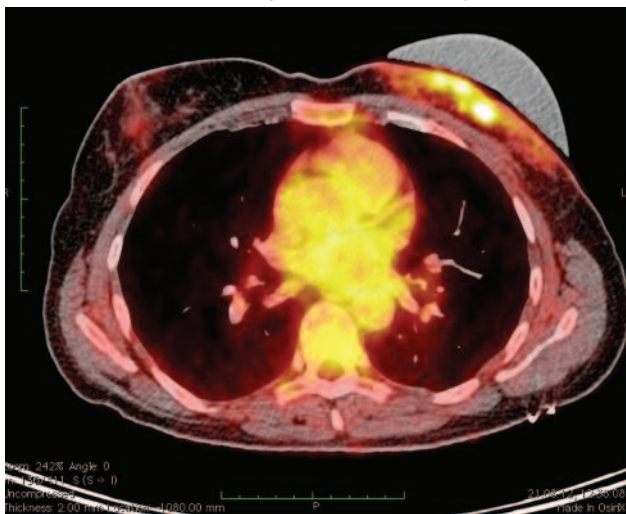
ПЕТ/КТ, аксіальний зріз. Рак лівої молочної залози, стан після мастектомії. Місцевий рецидив
